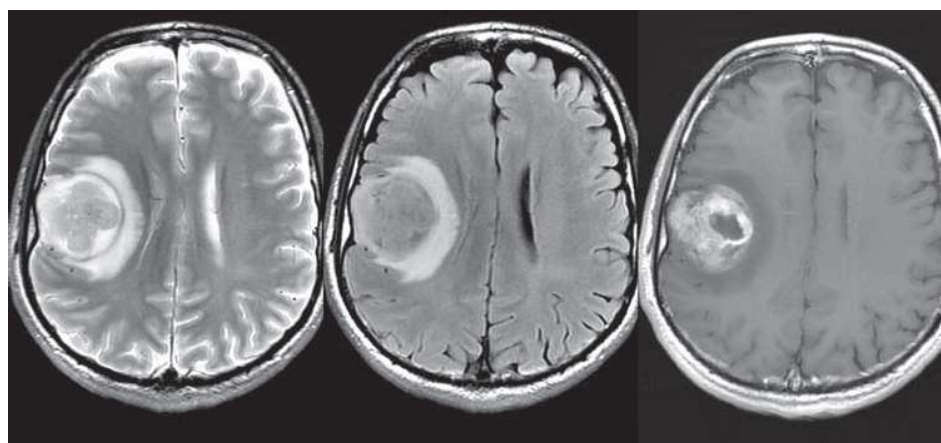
Глиобластома правой заднелобно-теменной области. На аксиальных МР-изображениях, выполненных в режимах T2 (а), T2-FLAIR (б), в левой лобно-теменной области определяется объемное образование с гетерогенным строением, окруженное зоной выраженного перифокального отека (гиперинтенсивный МР-сигнал). На постконтрастном T1 изображении (в) после внутривенного контрастного усиления опухоль характеризуется выраженным, но неоднородным патологическим контрастным усилением.
